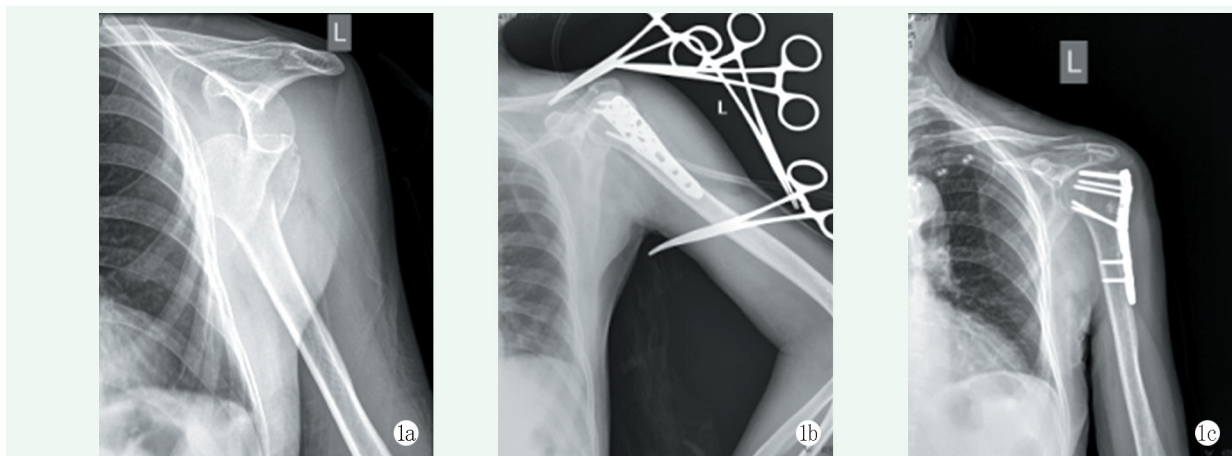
患者，男，47岁 1a: 术前X线片示肱骨大结节向近端分离移位 1b: 术中采用LPHP固定治疗 1c: 术后3个月复查X线片示骨性愈合
